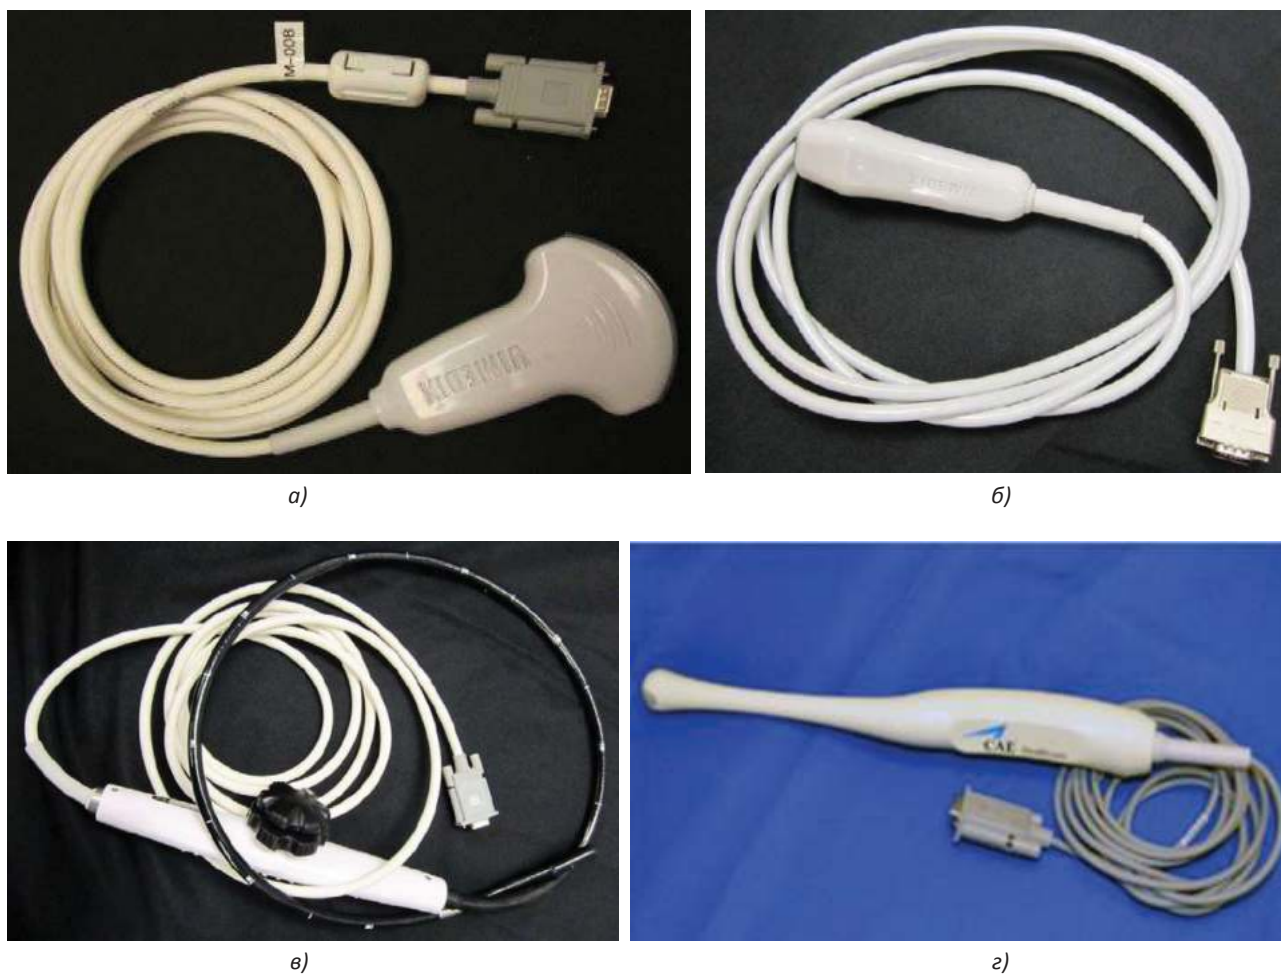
Датчики, применяемые в ходе симуляционного обучения: а) конвексный датчик, б) трансторакальный эхокардиографический датчик, в) чреспищеводный эхокардиографический датчик, г) имитатор трансвагинального датчика
